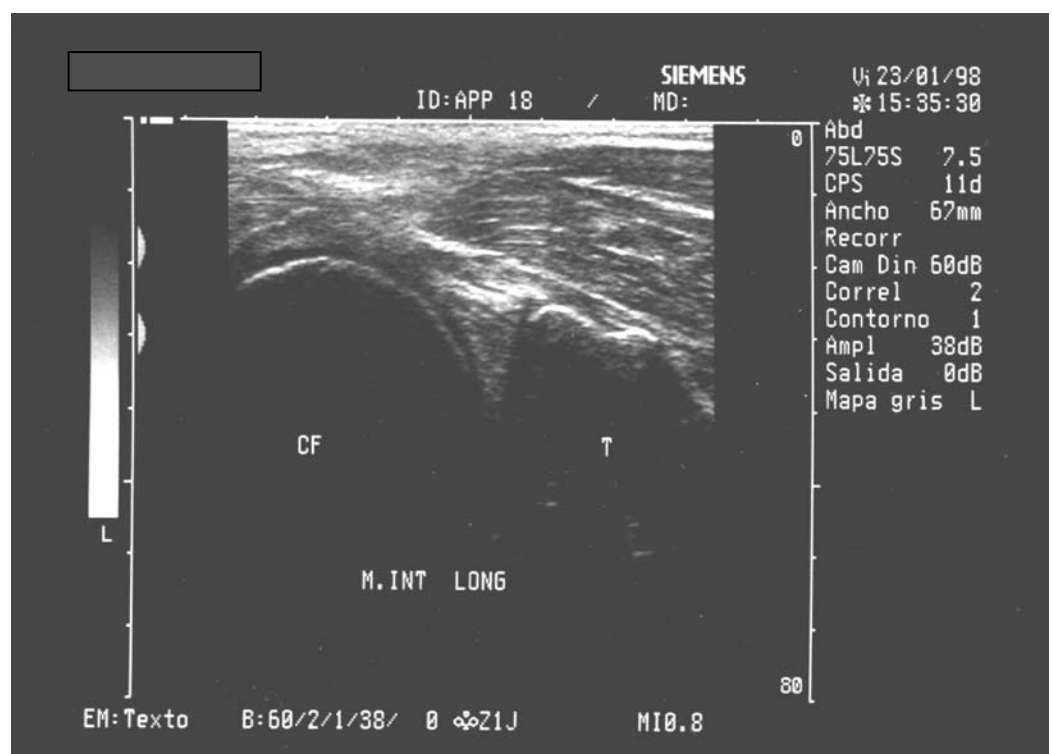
En esta fotografía, podemos apreciar el cuerno posterior de un menisco interno en toda su magnitud. Corresponde a un menisco normal. Podemos ver el triángulo hiperecoico que se encuentra situado entre el cóndilo femora (CF) y la superficie tibial (T). En este caso se aprecia casi en su totalidad, situación que no es frecuente en ecografía. Por encima podemos ver la estructura en pluma que corresponde al músculo gemelo interno.
